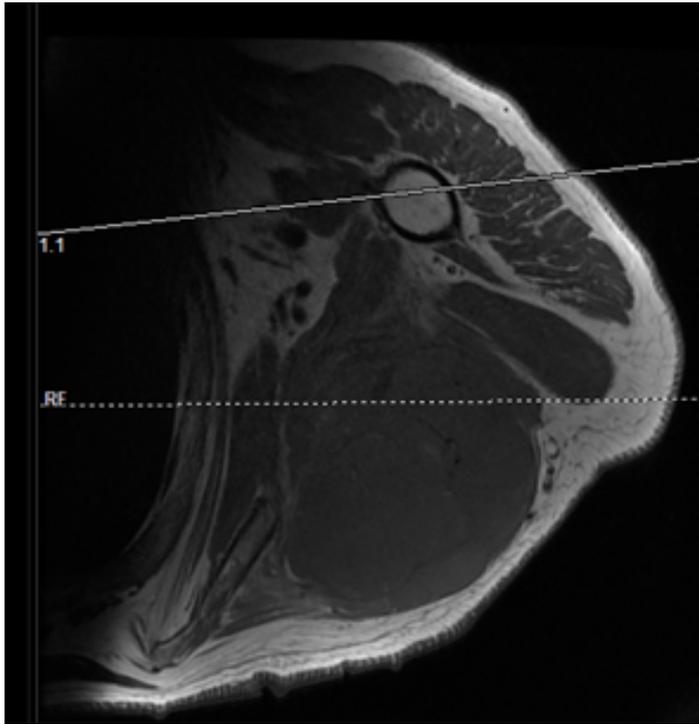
RMN piano assiale
